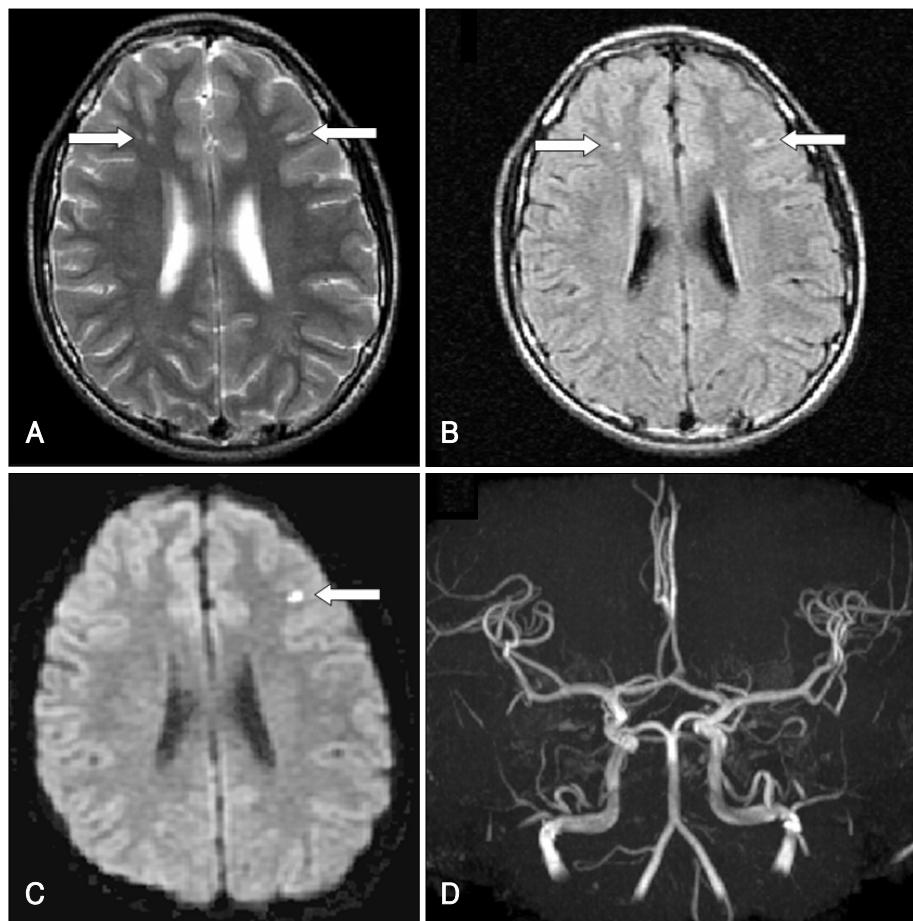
Brain MRI at admission. Two high signal intensity lesions (arrows) in the corticomedullary junction of the bilateral frontal lobe are shown on T2-weighted (A) and FLAIR images (B). Diffusion-weighted image shows high signal intensity in the left frontal area, suggestive of acute cerebral infarction (C). MRA shows no abnormal findings (D). MRI: magnetic resonance imaging, FLAIR: fluid-attenuated inversion recovery, MRA: magnetic resonance angiography.
